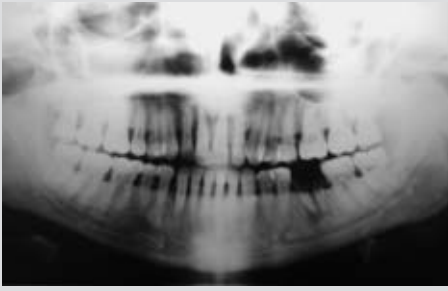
Ortopantomografía previa al tratamiento.
